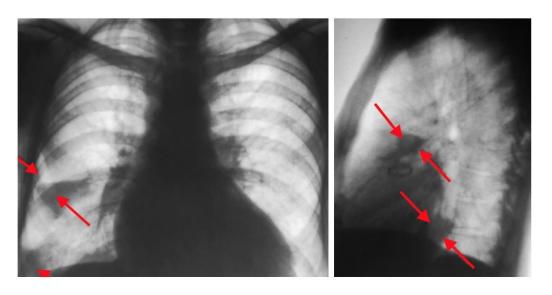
Инфаркт лёгкого справа на рентгеновских снимках у пациента с подтверждённой ТЭЛА
